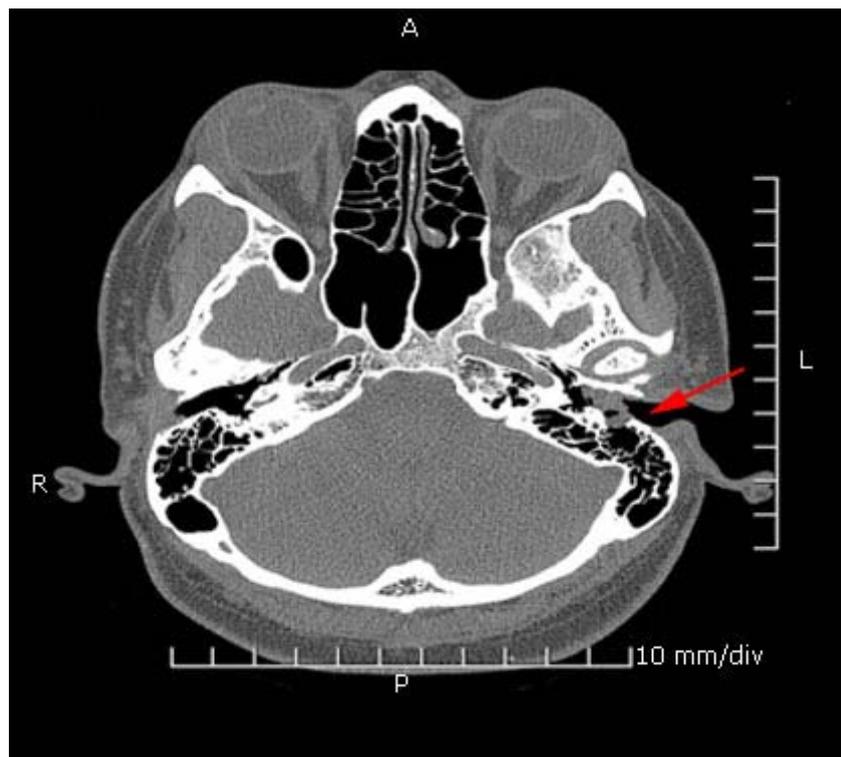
TAC de colesteatoma ocupando el conducto auditivo externo.
